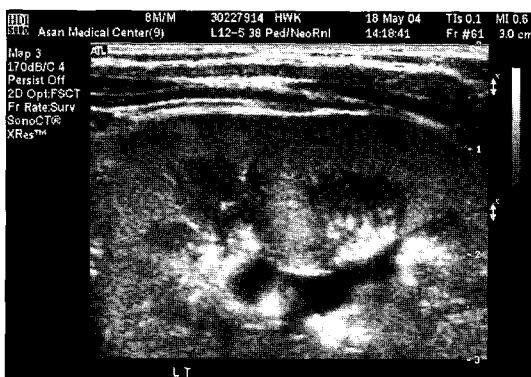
Renal ultrasonography of the neonatal Bartter syndrome patient shows multiple calcifications in medulla.
